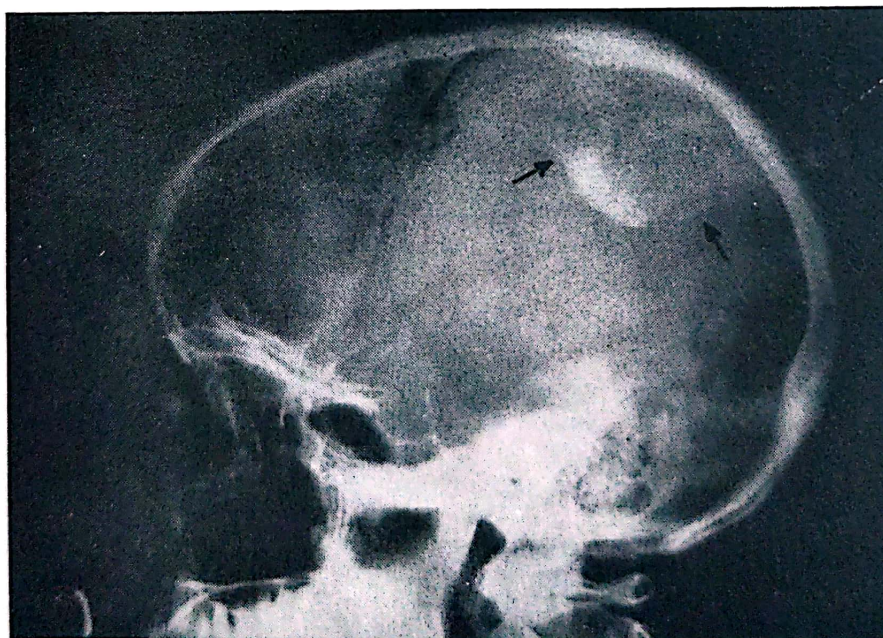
Radiografie de craniu, imagine de profil.
